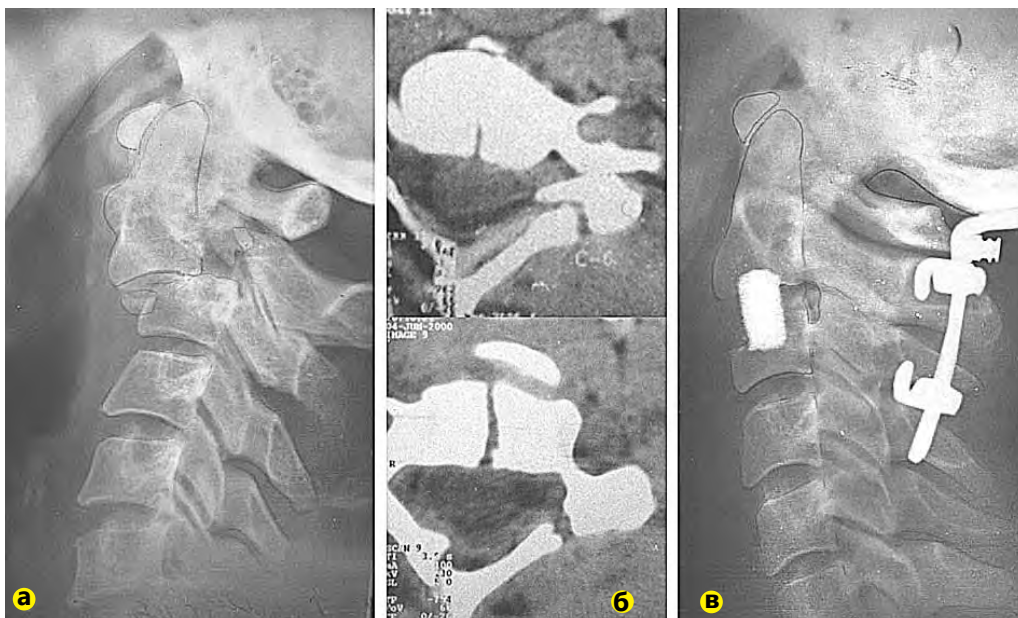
Фото рентгенограмм больного Ш., 38 лет, с переломом дуги C_2 в межсуставном отделе, разрыв диска C_2 - C_3 , оскольчатый перелом C_3 позвонка: а, б – до операции; в – через 8 месяцев после переднего и заднего спондилодеза.
